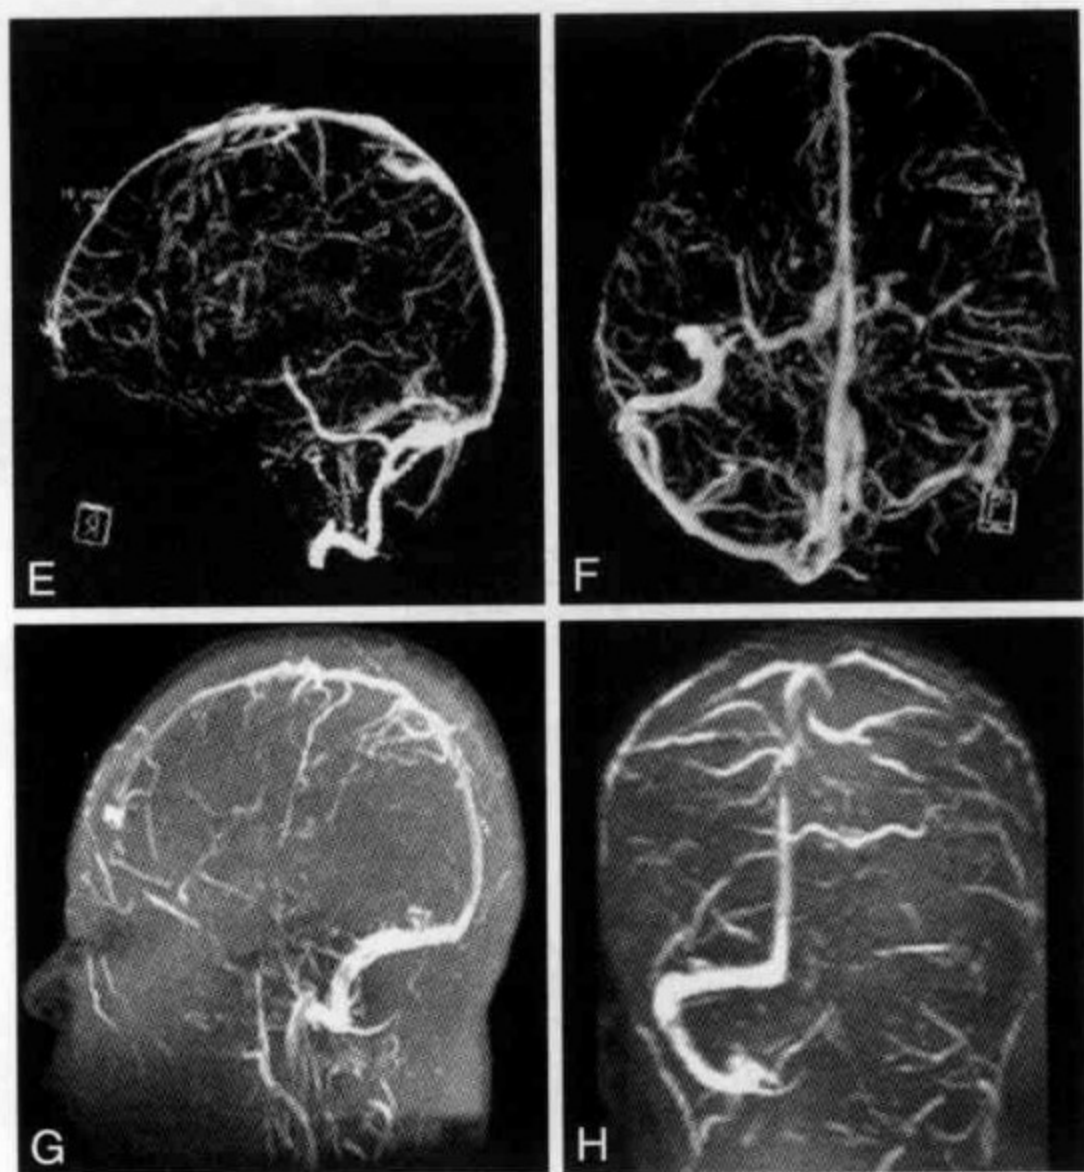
急性期静脉窦栓塞伴脑肿胀 MRI、CTV、MRV
